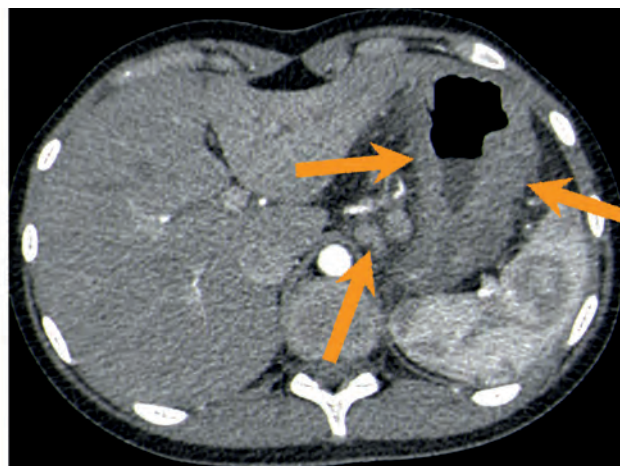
КТ ОБП. Стрелками указано неравномерное и циркулярное утолщение стенок тела желудка от 1,0 до 2,3 см, множественные увеличенные парагастральные ЛУ вдоль малой кривизны желудка
